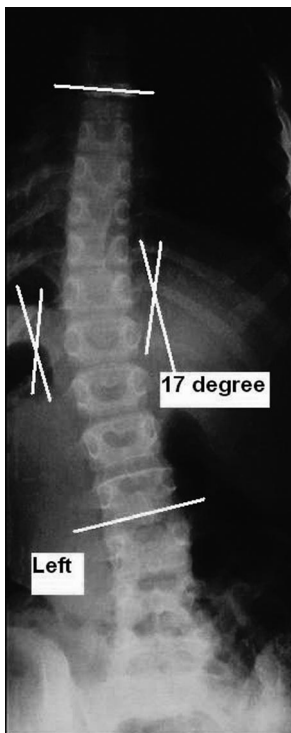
The anteroposterior thoracolumbar radiograph demonstrates a moderate (17°) left-sided scoliosis.
